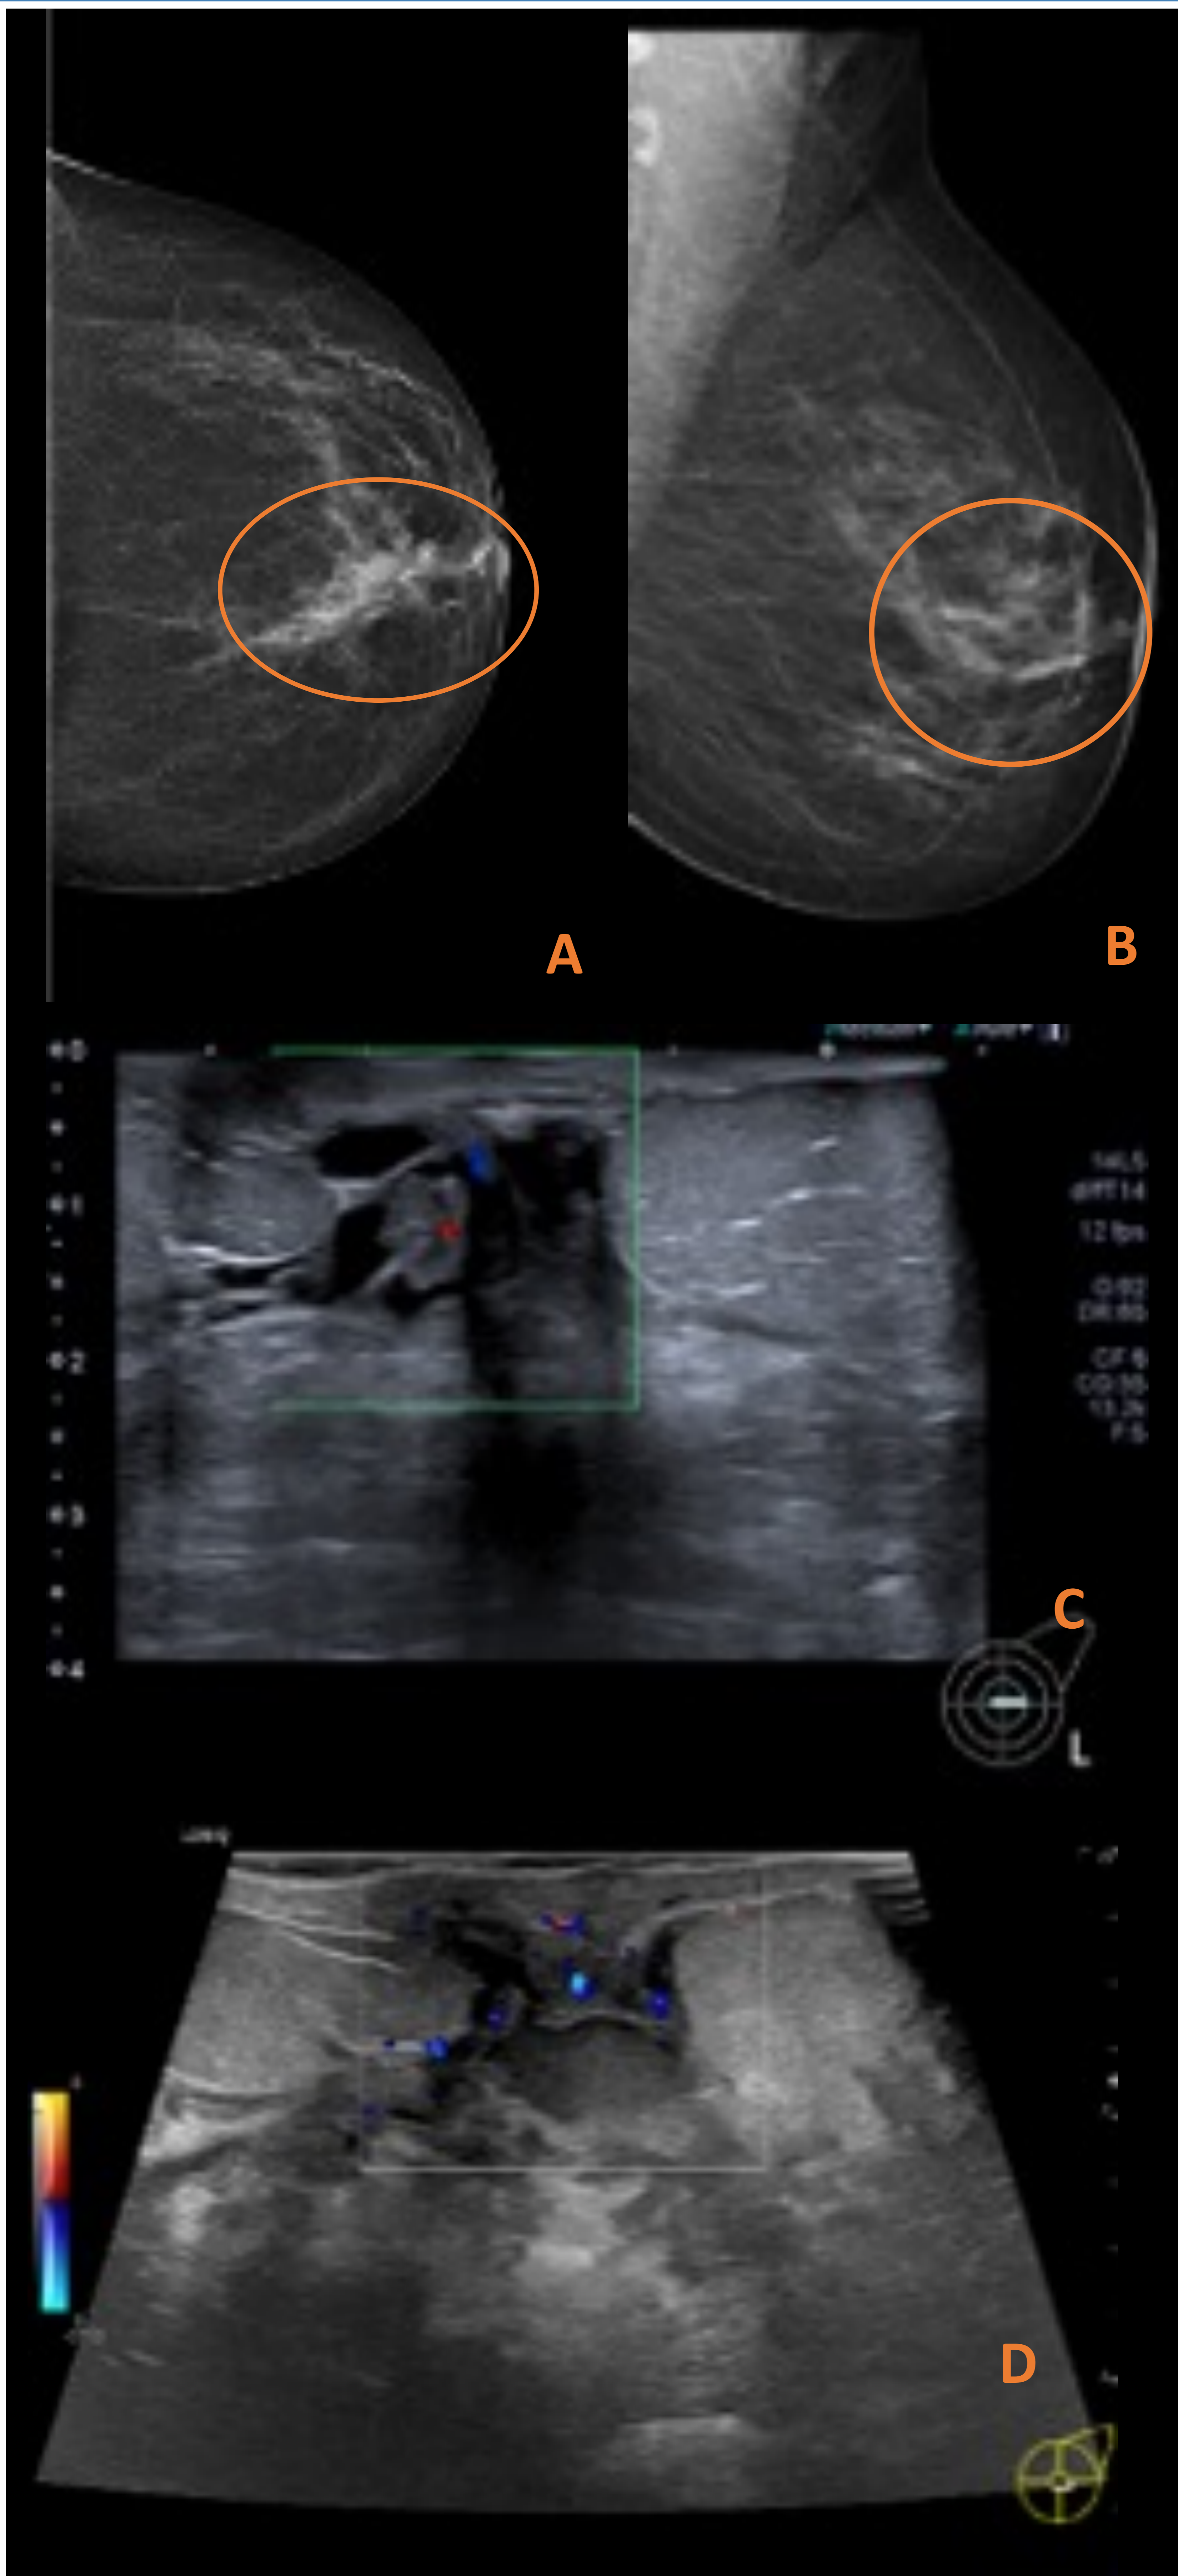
Mujer de 46 años con telorrea uniorifical. Imagen pseudonodular retroareolar en mama izquierda (A, B), que por ecografía se traduce a ectasia ductal con imagen ecogénica en su interior (C). Se realiza BAV sin complicaciones inmediatas, que confirma papiloma intraductal. En control de 24 horas se realiza ecografía (D) apreciando una masa hipoecóica que incluye el clip postbiosia y corresponde a hematoma centroareolar sin signos de sangrado activo.
